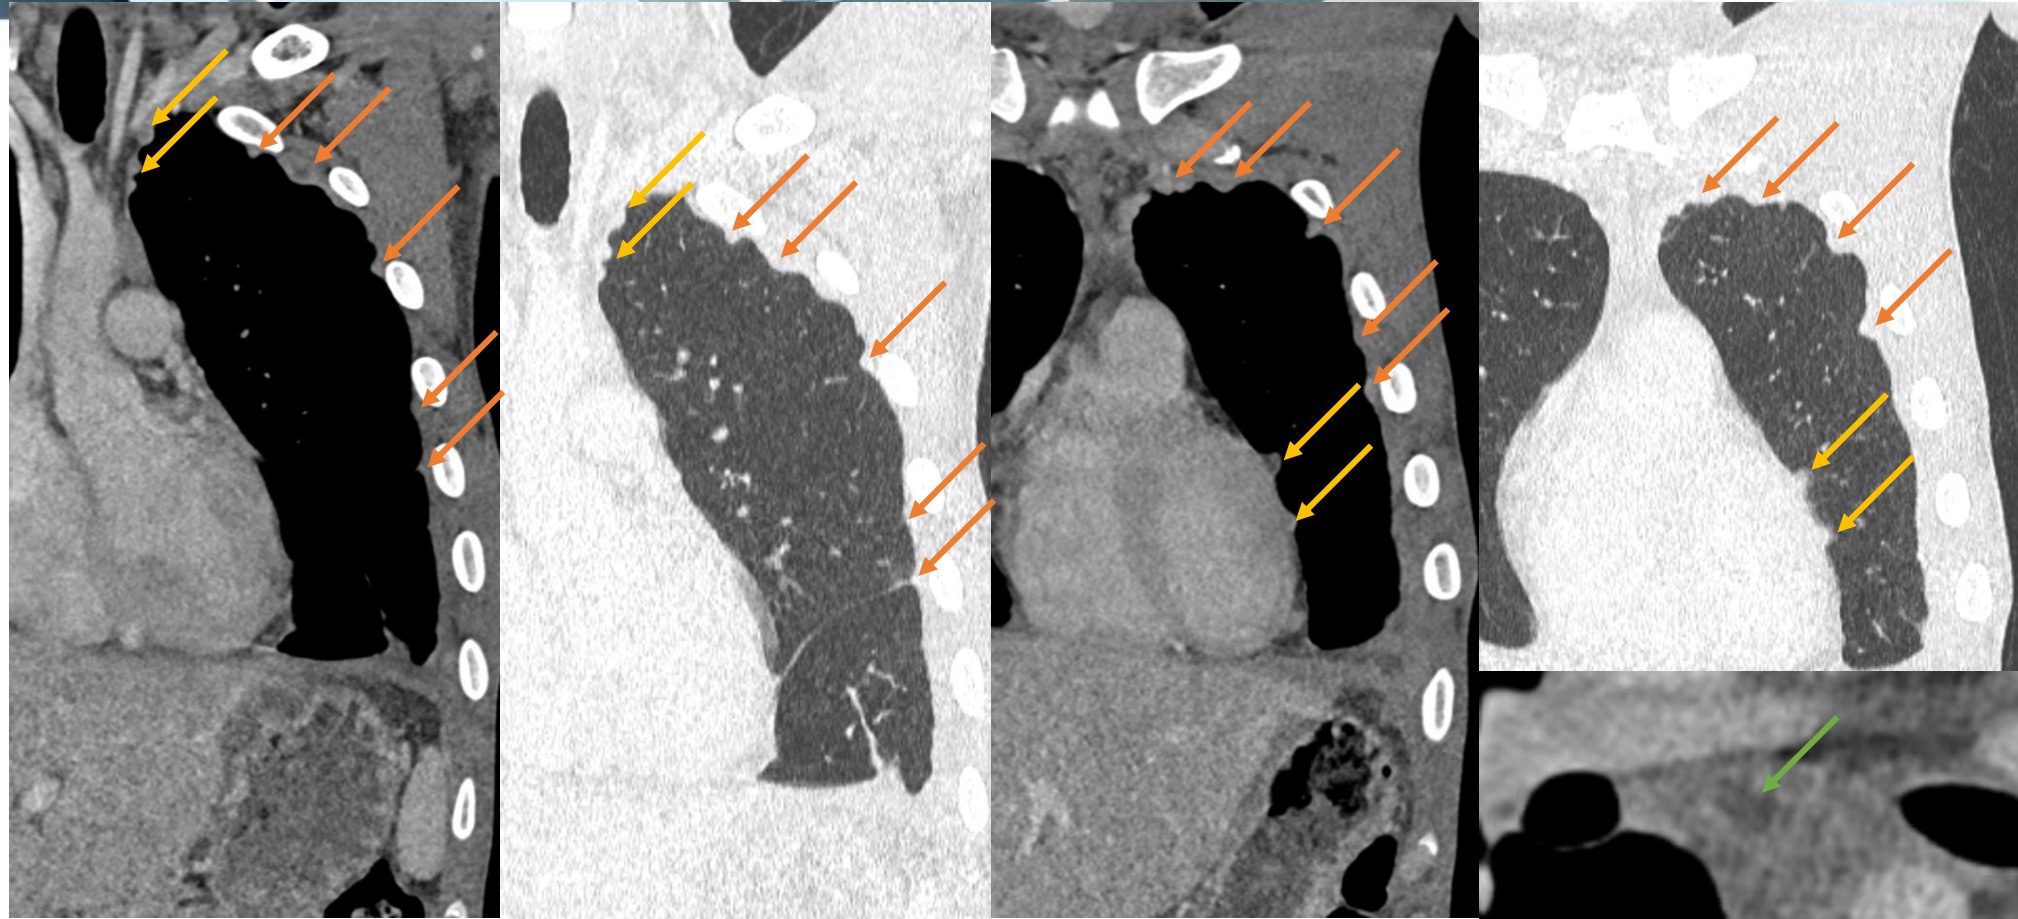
Las imágenes TC torácicas con contraste intravenoso en plano coronal muestran múltiples engrosamientos nodulares hipercaptantes pleurales izquierdos con afectación tanto de la pleura parietal (*flechas*) como mediastínica (*flechas*), asociados a afectación adenopática mediastínica multicompartimental de centro hipodenso de aspecto necrótico (p. ej adenopatía subcarinal) (*flecha*).
